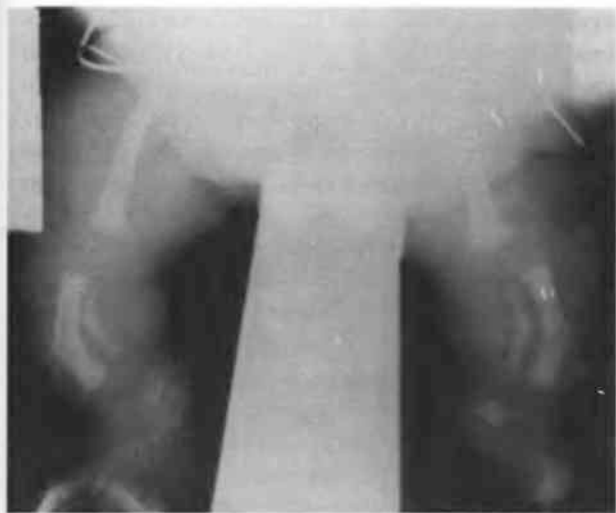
Рентгенограмма нижних конечностей у ребенка с кампомелической дисплазией. Изогнутые бедренные кости практически той же ширины, что и утолщенные малоберцовые и большеберцовые кости
